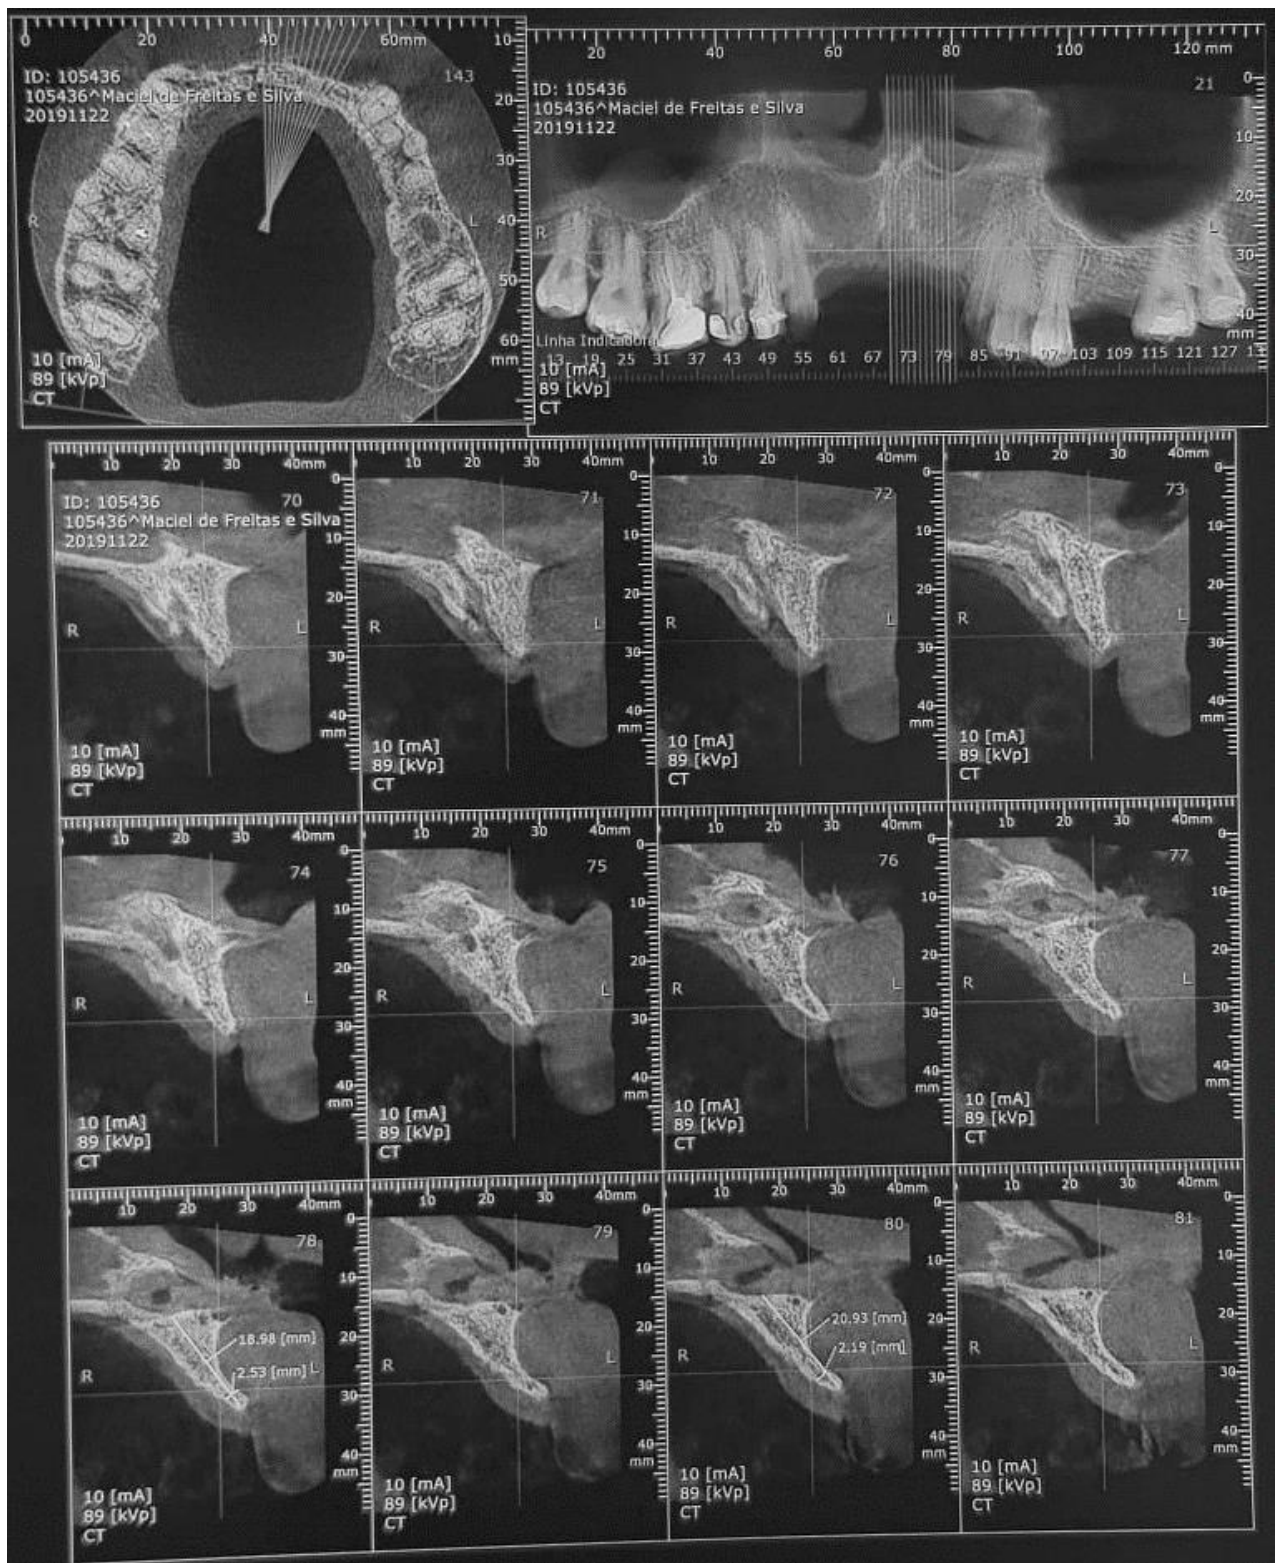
Cortes de interesse da tomografia computadorizada lado esquerdo.
